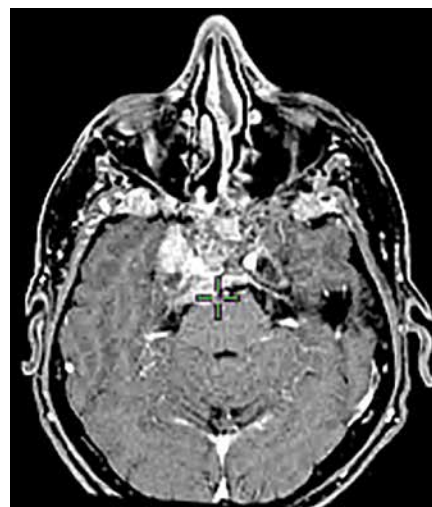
Магнитно-резонансная томография пациента М., аксиальная плоскость
